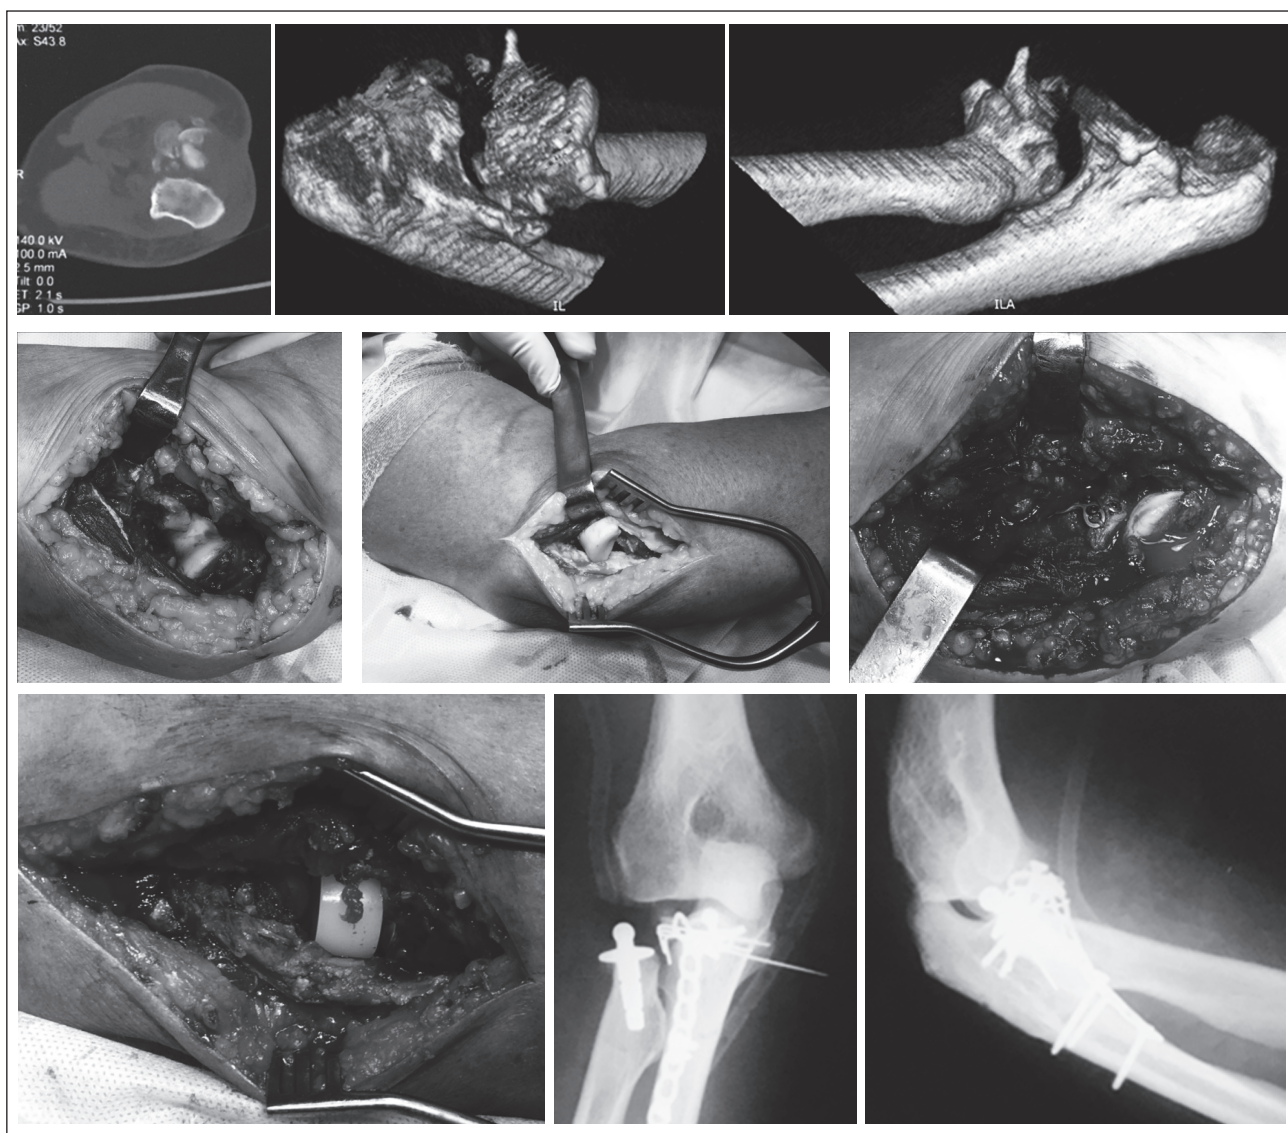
Комп'ютерно-томографічні знімки, інтраопераційні фотографії й рентгенограми пацієнтки М., 65 років, історія хвороби № 539928. Діагноз при госпіталізації: закритий внутрішньосуглобовий уламковий перелом головки променевої кістки (III тип за Mason) і вінцевого виростка ліктьової кістки (III тип за Regan і Morrey) справа зі зміщенням уламків. Оперативне втручання: відкрита репозиція й металоостеосинтез вінцевого відростка правої ліктьової кістки з кістковою автопластиком, цементне ендопротезування головки правої променевої кістки
